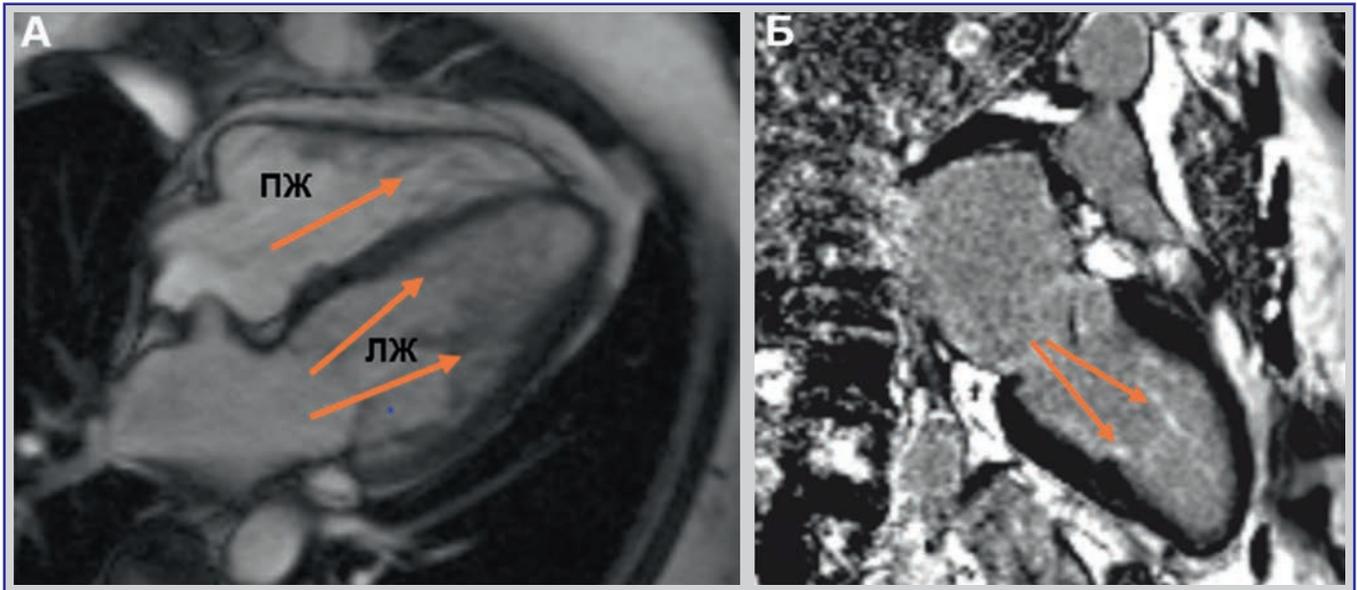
Данные МРТ сердца в нативном изображении (фрагмент А) и в режиме контрастного усиления (фрагмент Б)
